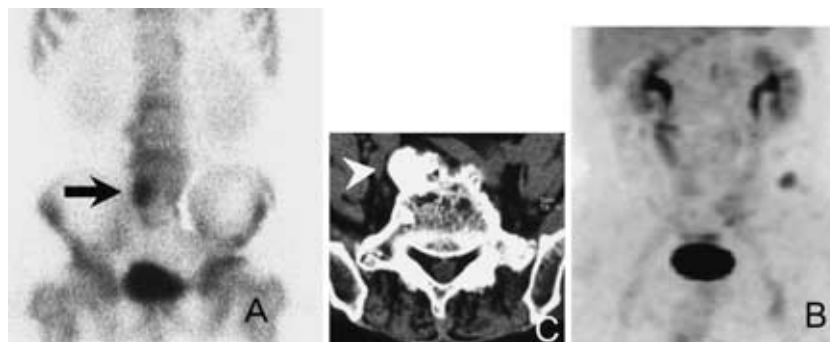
Case 8,62 yo female. The false positive ^{99m}Tc bone scintigraphy findings (arrow χ A) revealed sypondylitis deformans which was correctly diagnosed as a true negative ¹⁸FDG-PET finding (B). The CT findings revealed sypondylitis deformans (arrow head χ C)
